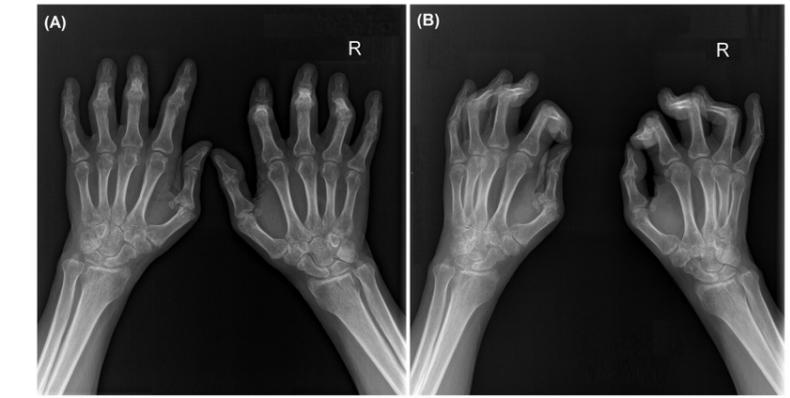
Radiografía de manos AP (A) y lateral (B): Erosiones y anquilosis en las articulaciones IFPs e IFDs del segundo, tercer y cuarto dedo de la mano derecha, y del tercer y cuarto dedo de la mano izquierda. Además, se observa luxación en la articulación IFP del primer dedo de forma bilateral.
